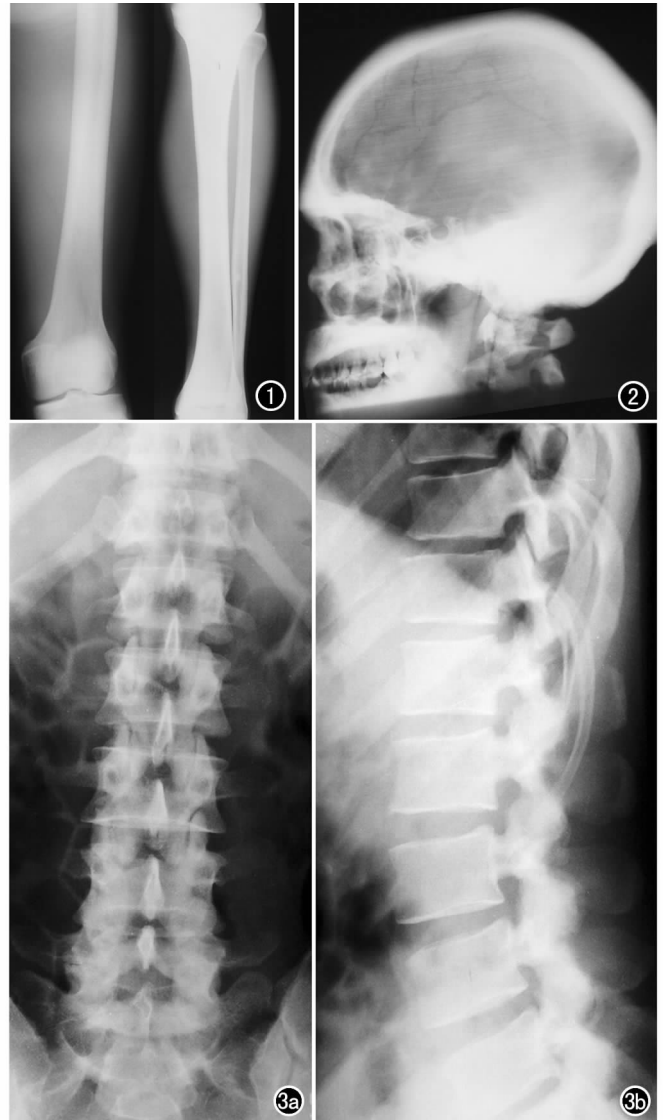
左股骨及胫腓骨正位。左股骨及胫腓骨骨密度增高,以骨端明显,髓腔变窄。图2 头颅侧位,颅盖及颅底骨质增生、硬化,板障消失。鼻窦腔缩小,乳突蜂房消失。图3 腰椎X线片示腰椎体、椎弓根及上下关节突密度增高。a) 正位片;b) 侧位片。
